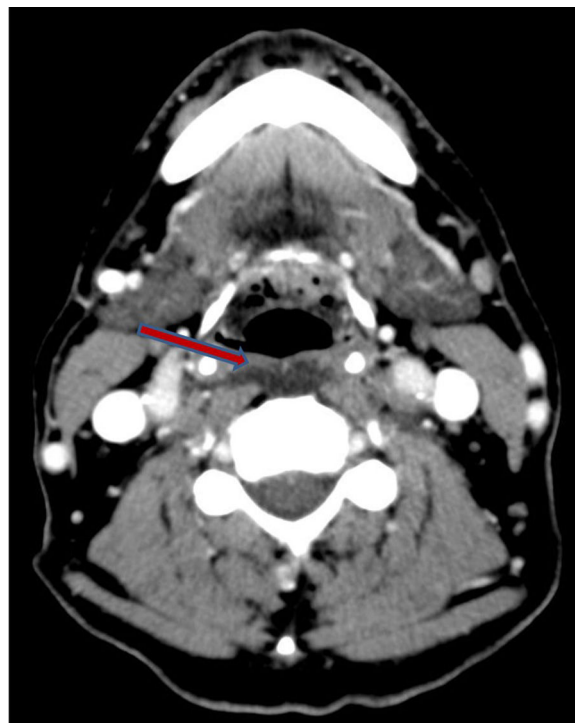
Imagen axial de la TC de cuello con CIV, donde se identifica colección prevertebral, sin realce periférico asociado.
